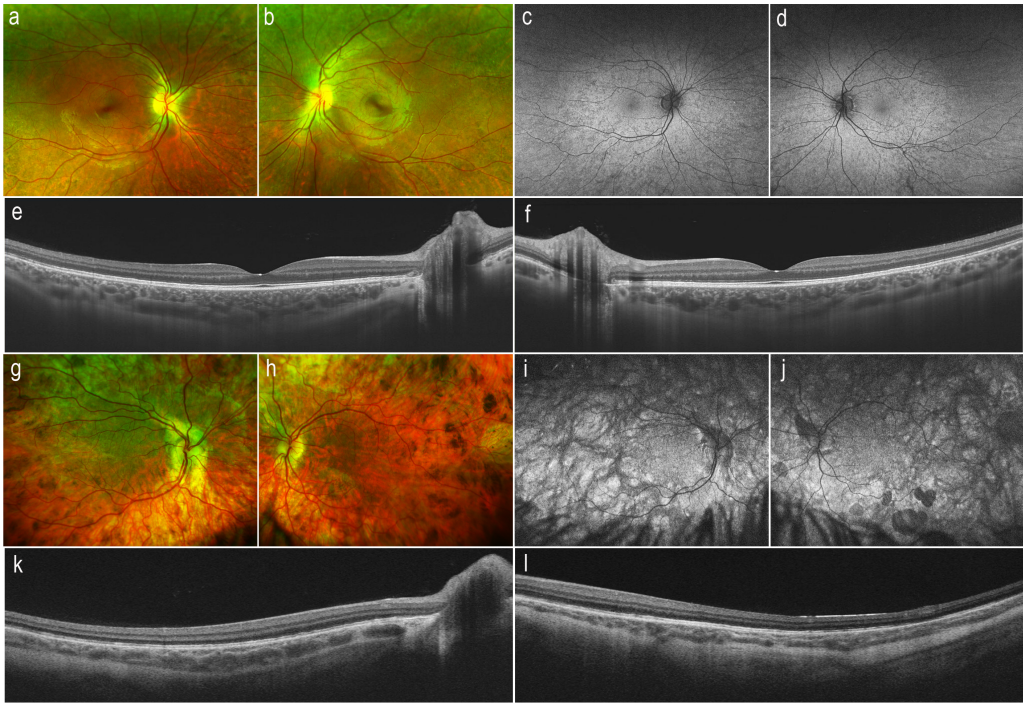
Fundus photograph, fundus autofluorescence (FAF) and optic coherence tomography (OCT) in female carriers of family 8NCE. (a to f) Proband IV-2, a 18-years-old carrier female, with very discrete fundus macular affectation. Wide-field retinography (a and b) showed scattered alterations of the retinal pigment epithelium in posterior pole and mid-periphery of both eyes, with a mild granular pattern. FAF (c and d) revealed a speckled pattern of hypo-autofluorescence scattered in posterior pole and mid-periphery regions of both eyes. Swept-source OCT (e and f) showed apparently normal features of central area of choriocapillaries and choroid with a normal profile of neurosensorial retina. (g to l) Proband IV-3, a 16-years-old carrier female with fundus macular affectation. Wide-field retinography (g and h) showed extensive area of atrophy and depigmentation of retinal pigment epithelium with rough granular pattern on the upper retinal region, particularly in her right eye (g). Clumps of pigment were seen in posterior pole and mid-periphery fundus of both eyes. FAF (i and j) exhibited spots and patches of hypo- and hyper-autofluorescence. Swept-source OCT (k and l) showed a diffuse narrowing of choriocapillaries in her right eye (k) and choroid, affecting mainly the large vessels layer, particularly in her left eye (l). OCT images of Proband IV-3 are not centered in the foveal region due to severe nystagmus (k and l). Right eye: a, c, e, g, i and k. Left eye: b, d, f, h, j and l.
